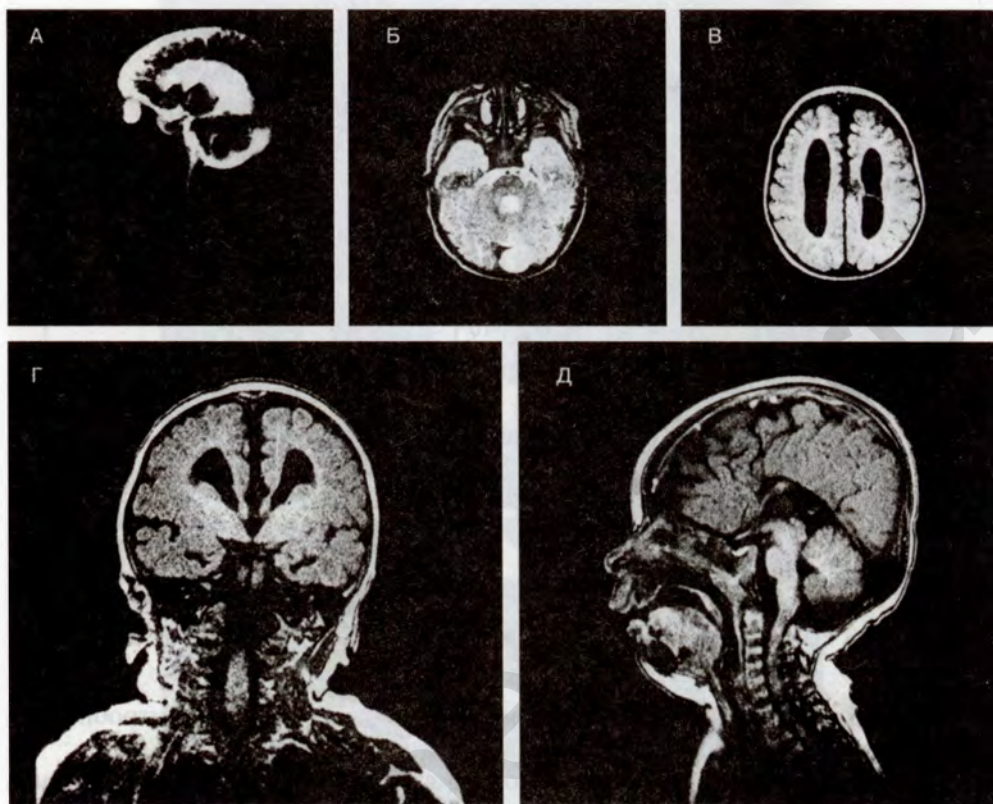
МРТ новорожденного. Порок развития головного мозга: смешанная гидроцефалия (расширения боковых желудочков (А), III желудочка и субарахноидальных пространств (Б, В), ретроцереbellарная киста (Д), агенезия мозолистого тела (Г).
